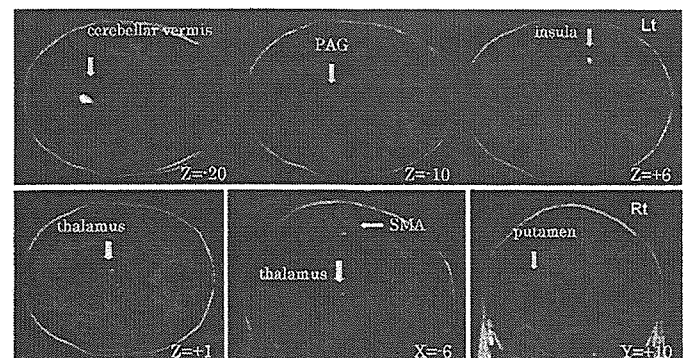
PET reveals significant activation in brain regions during detrusor overactivity on x, y and z coordinates according to stereotaxic atlas. Threshold used for display was corrected to  $p < 0.05$ . Top, transverse images of cerebellar vermis, midbrain periaqueductal gray (PAG) and insula. Lt, left. Bottom, sagittal images of thalamus and supplementary motor area (SMA). Rt, right.
